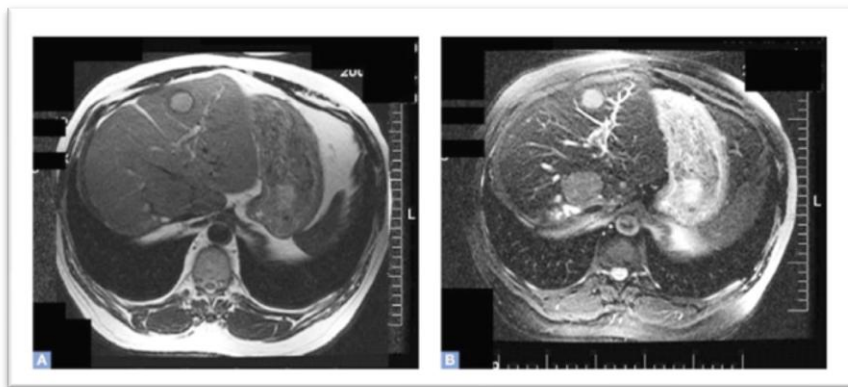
Pattern contrasto grafico di un nodulo di HCC alla RMN con mdc superparamagnetico epato-specifico (SPIO)
